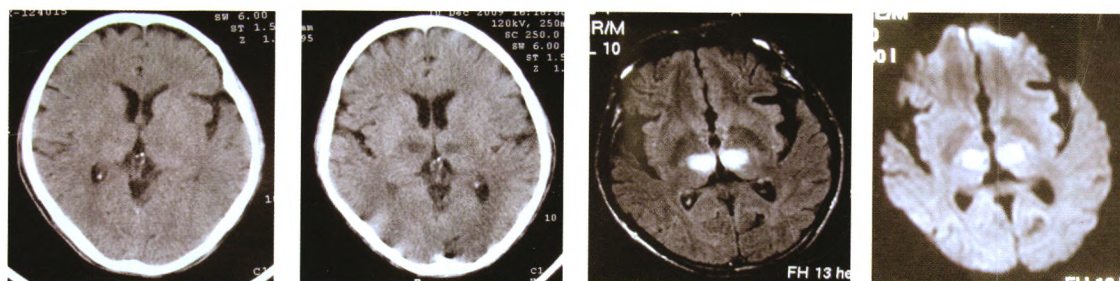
头颅 CT 未见明显异常 图 11 头颅 CT 可见双侧丘脑低密度灶 图 12 头颅 MRI flair 相、DWI 相可见双侧丘脑高信号改变
